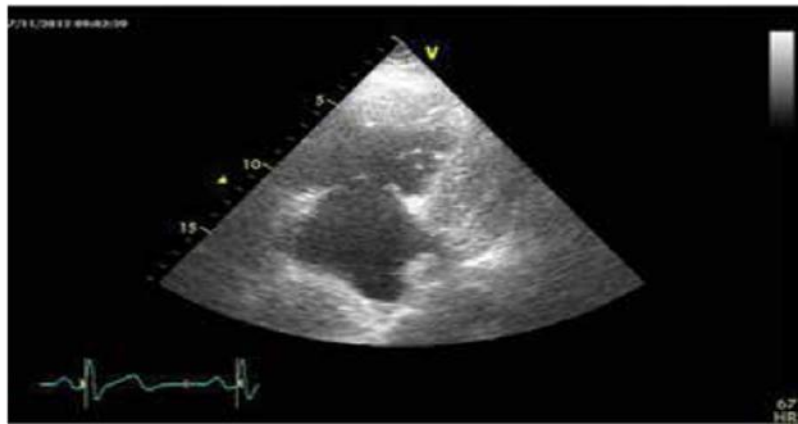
Ecocardiograma característico con engrosamiento e inmovilidad de los velos tricuspídeos.
